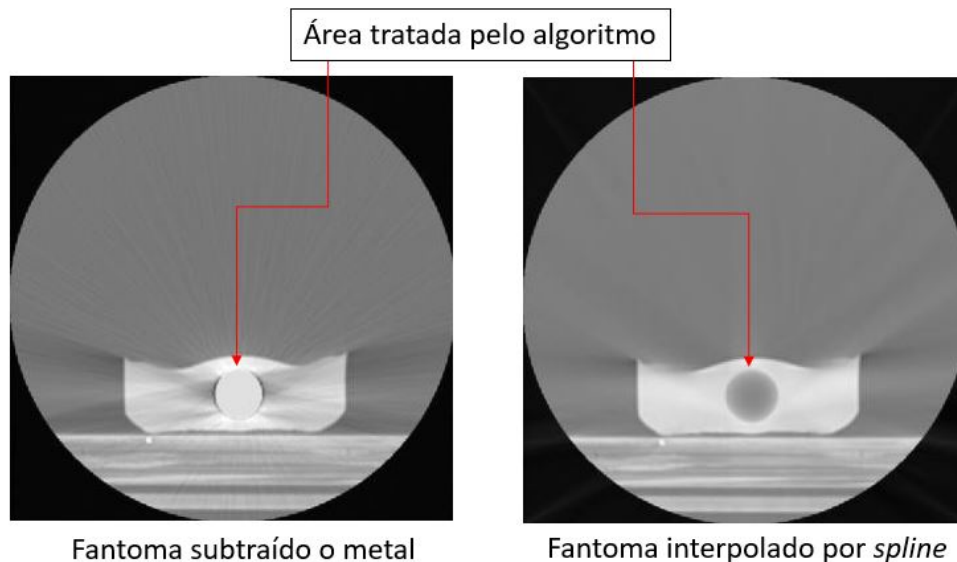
Imagens de CT do fantoma heterogêneo 1. Imagem pela técnica de subtração das regiões do metal comparada à reconstruída pela interpolação.
